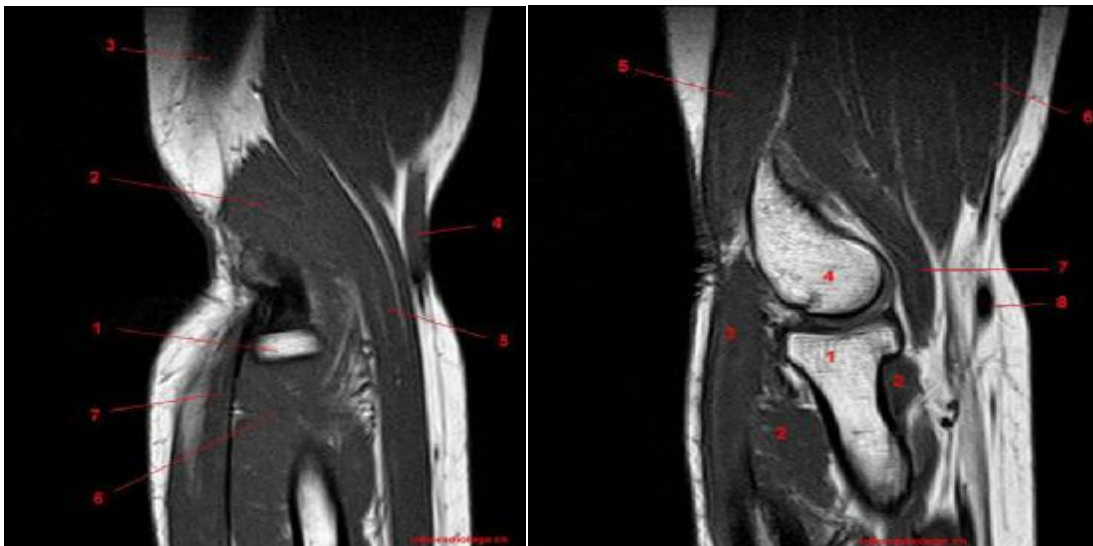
coupes d'IRM du coude :
